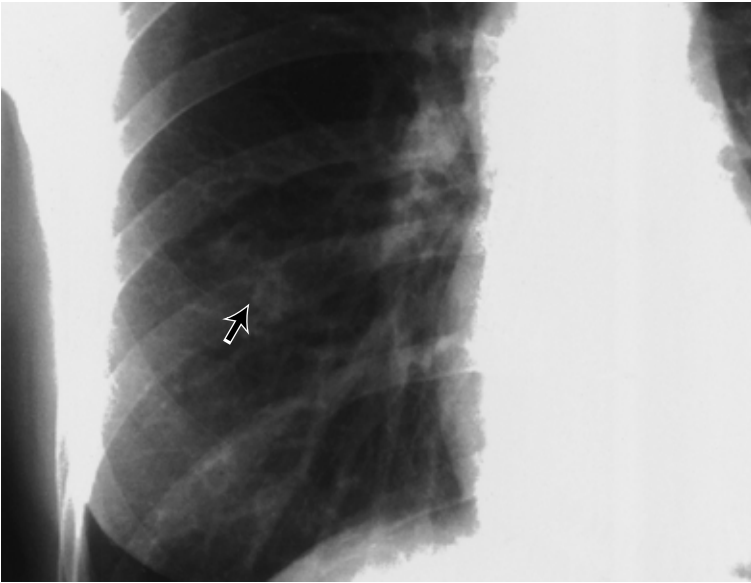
Chest radiograph(close-up view)on admission shows irregular and indistinct nodular shadow in right lower lung field (arrow)
